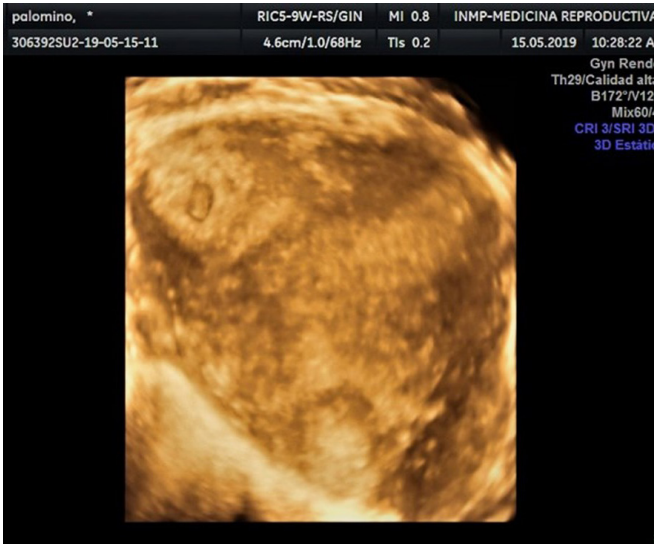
Visión coronal con ecografía 3D de un útero con presencia de saco gestacional y embrión a nivel intersticial derecho.
